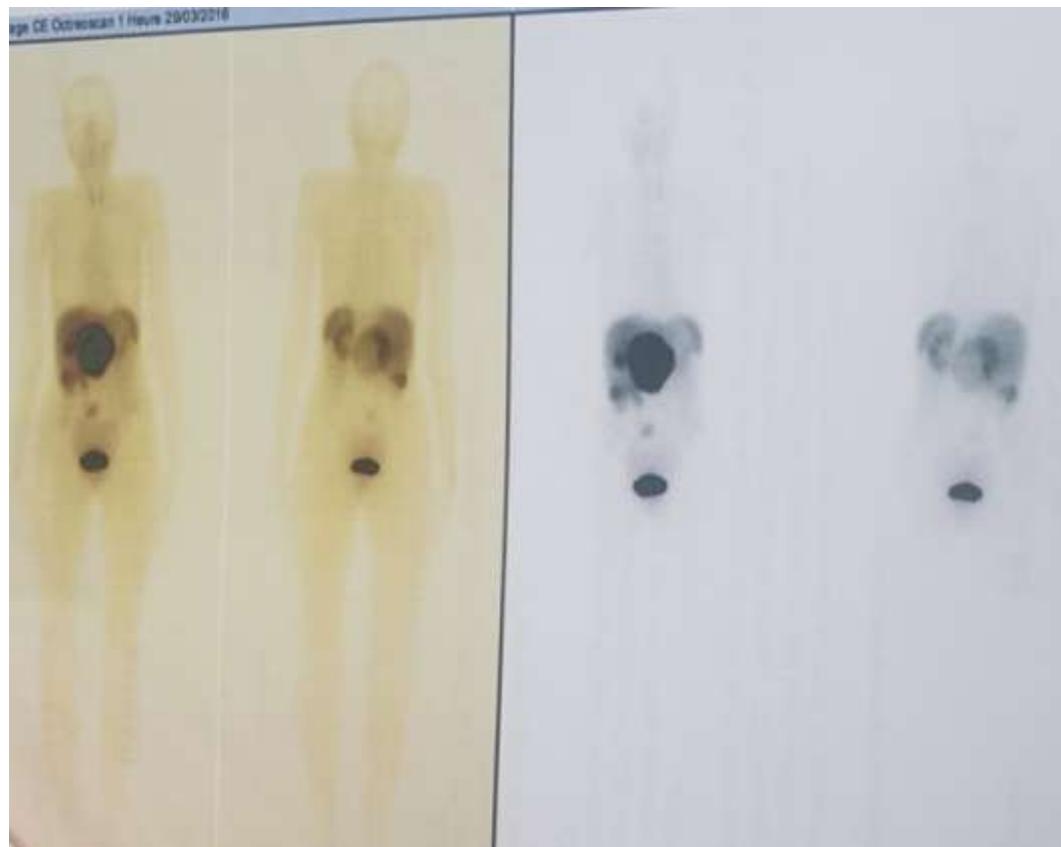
Image planaire de la scintigraphie au Tektrotyd® d'une patiente âgée de 53 ans présentant une TNE de localisation hépatique associée à des métastases hépatiques, avec présence de foyers d'hyperfixation au niveau de la région ombilicale et fixation vésicale physiologique (Service de médecine nucléaire du CHU de Marrakech)
